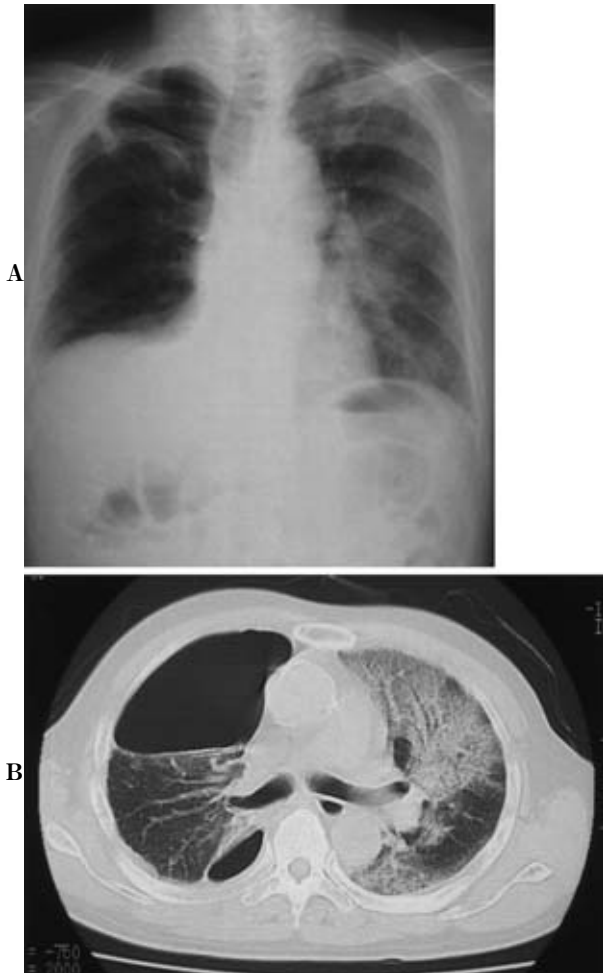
A. Chest radiograph on admission showing ground-glass opacity in the left lung and avascular space in the apex of the right lung. B. CT scan showing homogeneous interstitial shadow mainly in the left upper lobe and large bulla in the right lung.
